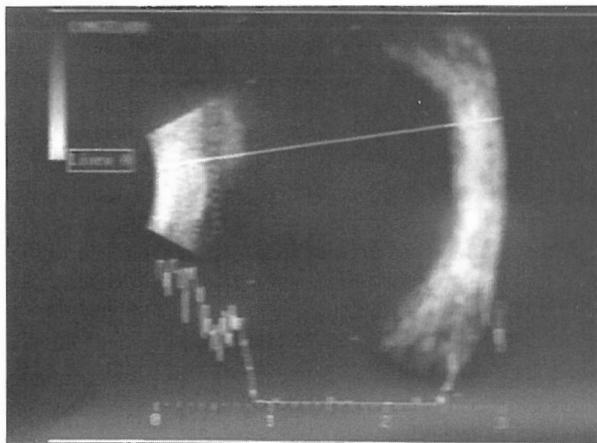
Ecografía ocular en melanoma coroideo. Se observa un ángulo Kappa (gradiente de ecogenicidad descendente desde el exterior al interior de la lesión).
